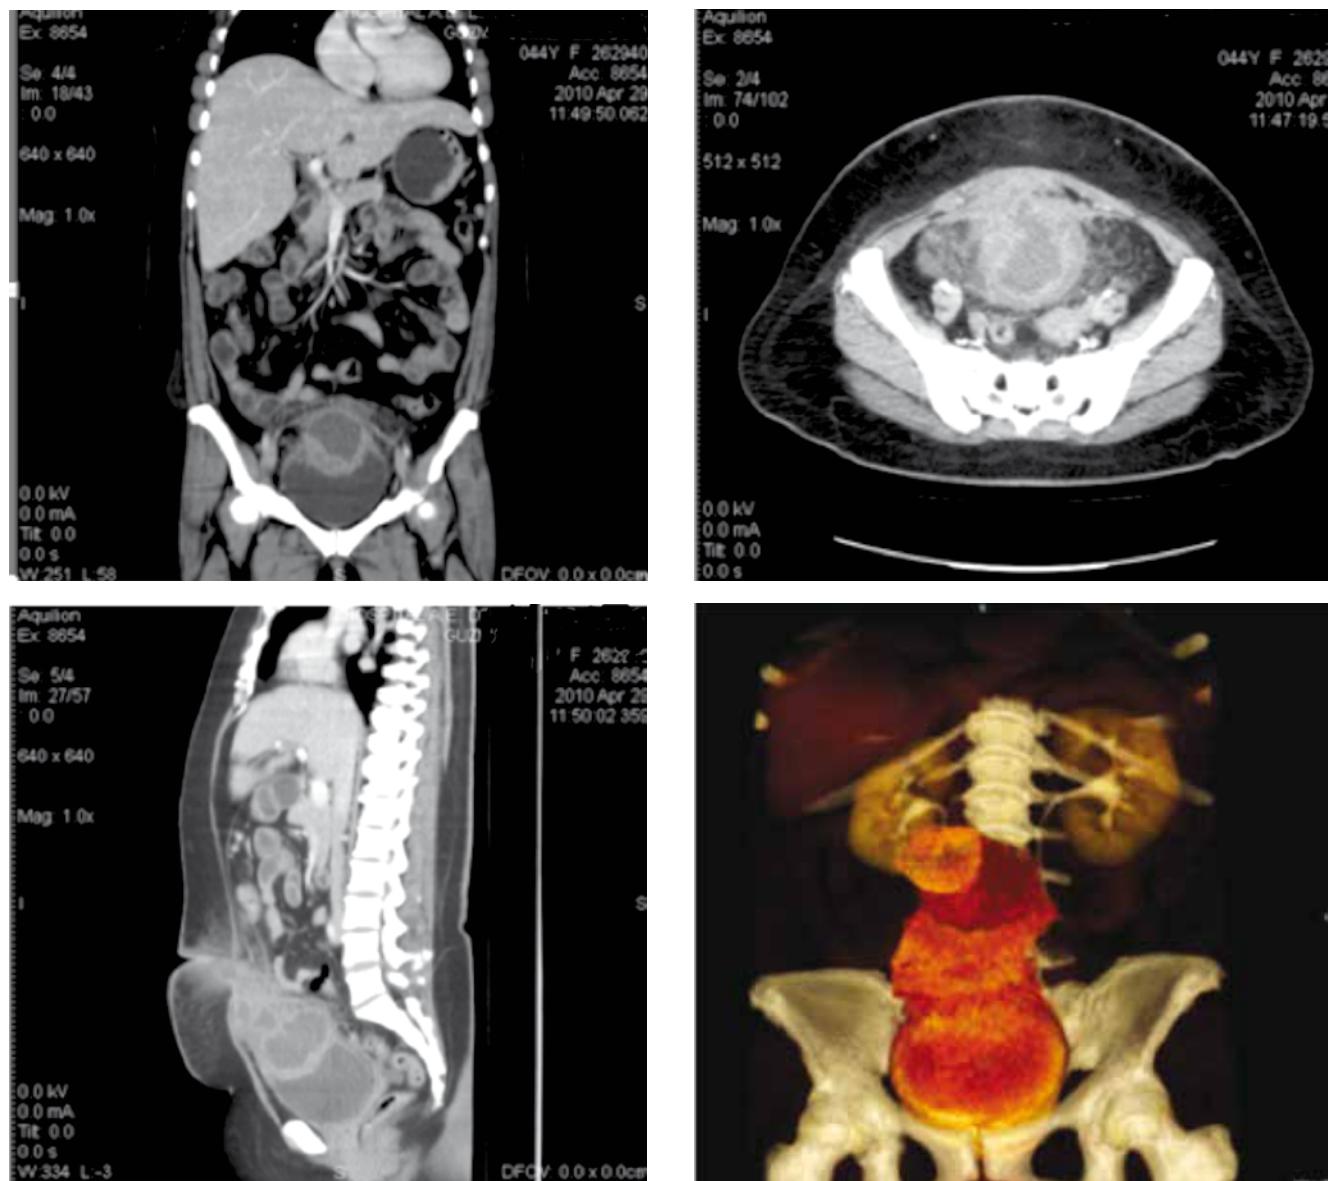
Uro TAC con reconstrucción 3D, lesión que involucra vejiga y uraco.
